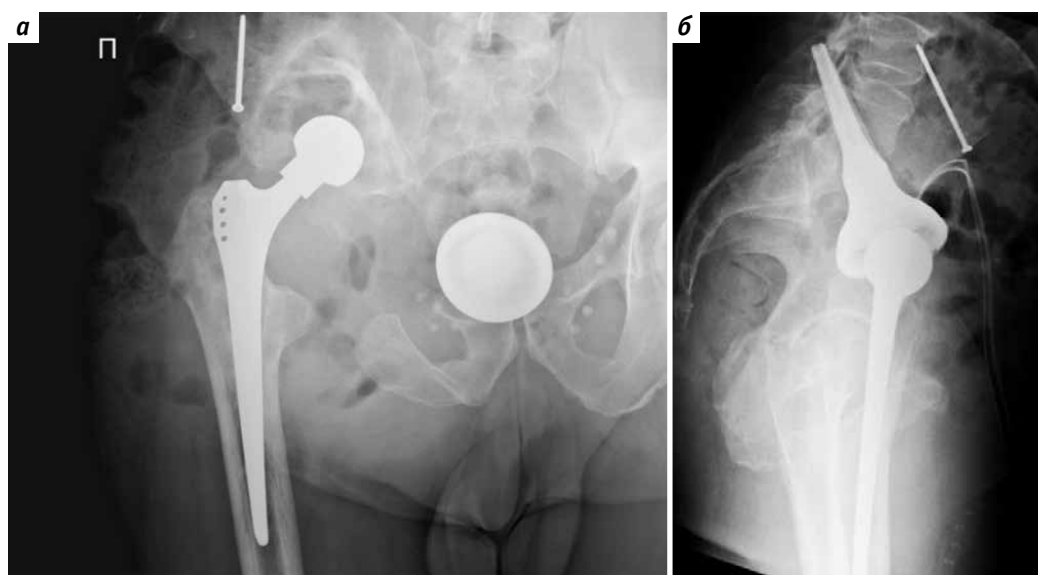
Рентгенограмма зоны операции: а – прямая проекция; б – боковая проекция
